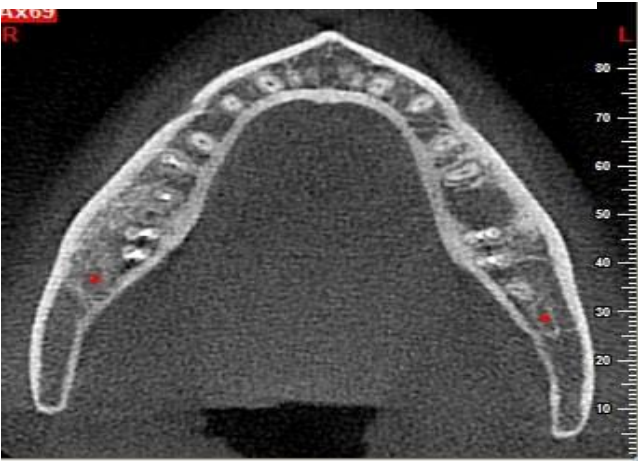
Başlangıç röntgeni
